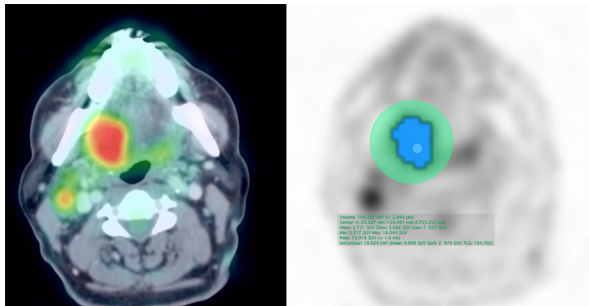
Приклад сегментації метаболічно активного об'єму первинної пухлини правого піднебінного мигдалика – об'єднане ПЕТ/КТ зображення (ліворуч) та ПЕТ зображення із ділянкою інтересу та сегментованими вокселями (праворуч, виділені блакитним кольором). У сегментованому об'ємі розраховані наступні кількісні метаболічні показники – SUVmax, SUVpeak, SUVmean, MTV, TLG.
